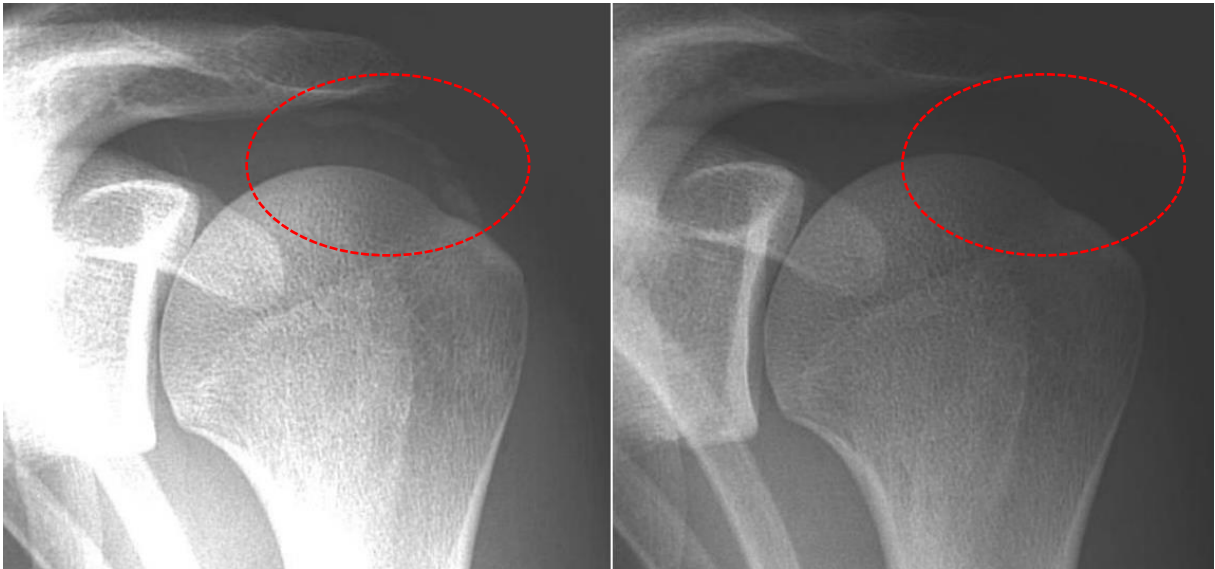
Abstention thérapeutique avec résorption spontanée d'une calcification du sus-épineux. Le délai entre les deux radiographies est de 6 semaines.
